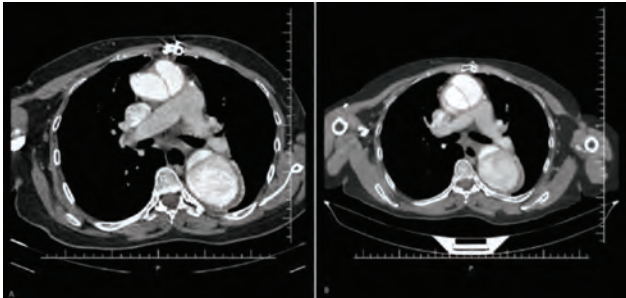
(A) View of descending aorta before dabigatran use. The anterior-posterior diameter of descending aorta was measured 6.5 cm. (B) Follow-up CT scan after 6 months of dabigatran use. Anterior-posterior diameter of the descending aorta was not changed and measured 6.5 cm.
